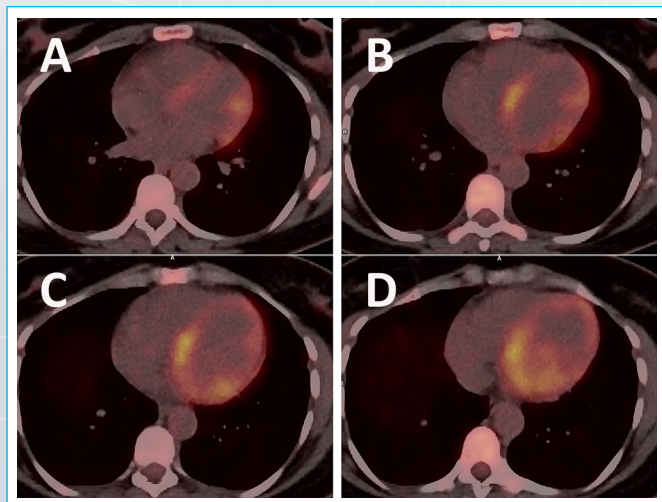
Imágenes de fusión PET-TC, cortes axiales. Incremento metabólico difuso en el miocardio del ventrículo izquierdo, sobre todo en la región inferobasal y en el septo.
